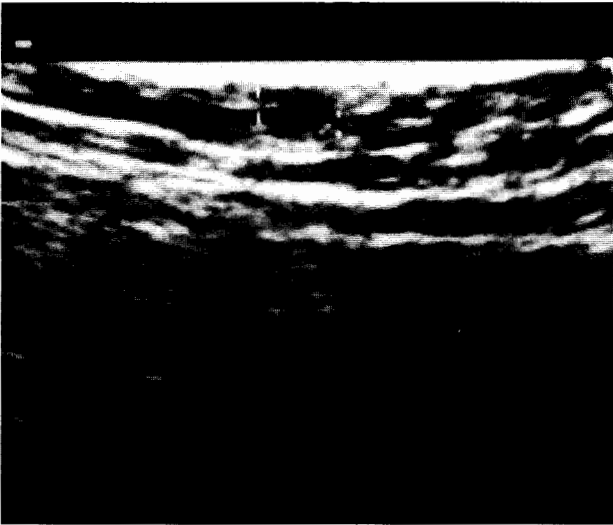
Ecografía de la zona axilar derecha, donde se aprecia un nódulo circunscrito, hipoeecogénico, de 0,6 cm de diámetro.
